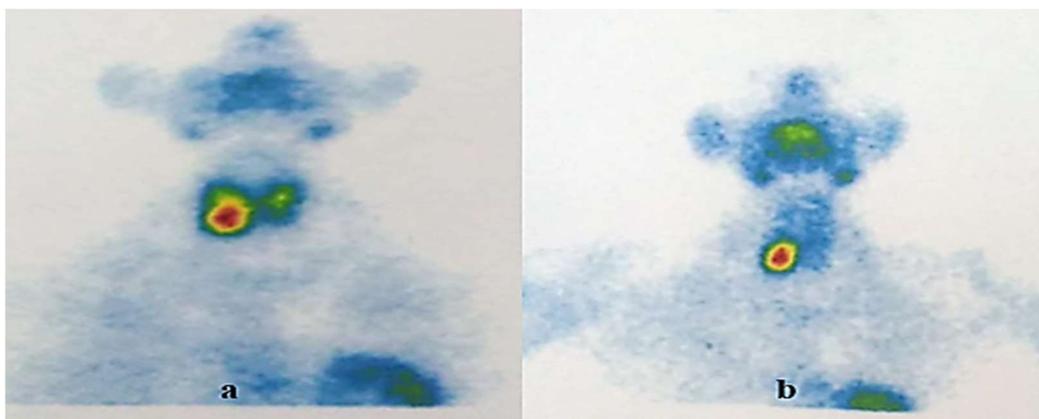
Aspect scintigraphique d'un adénome parathyroïdien polaire inférieur droit.
